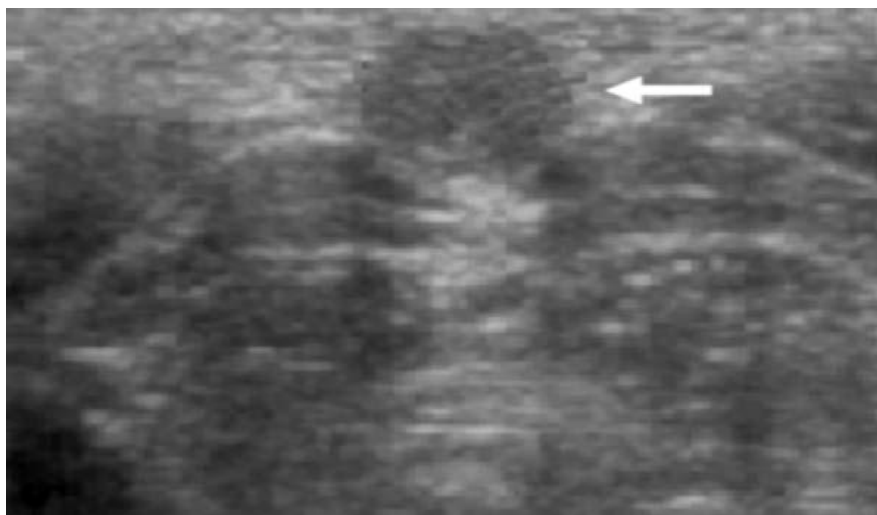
Échographie cervicale montrant, au niveau de la tuméfaction cervicale, une image kystique finement hétérogène mal limitée mesurant 20 _ 18 mm de diamètre [47].
